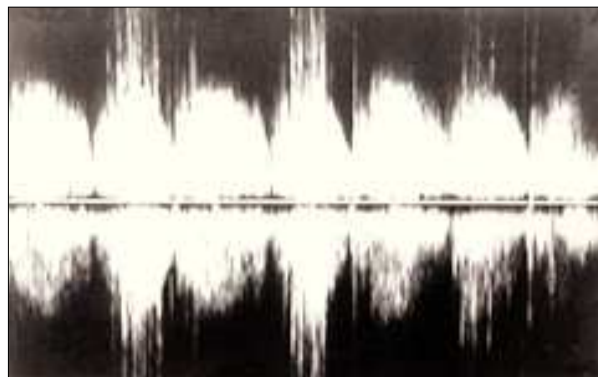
Ecocardiografía Doppler, línea de registro a nivel del tracto de salida del ventrículo derecho. Flujos durante la sístole y diástole correspondientes a la comunicación interventricular y la importante regurgitación aórtica sobreañadida.
